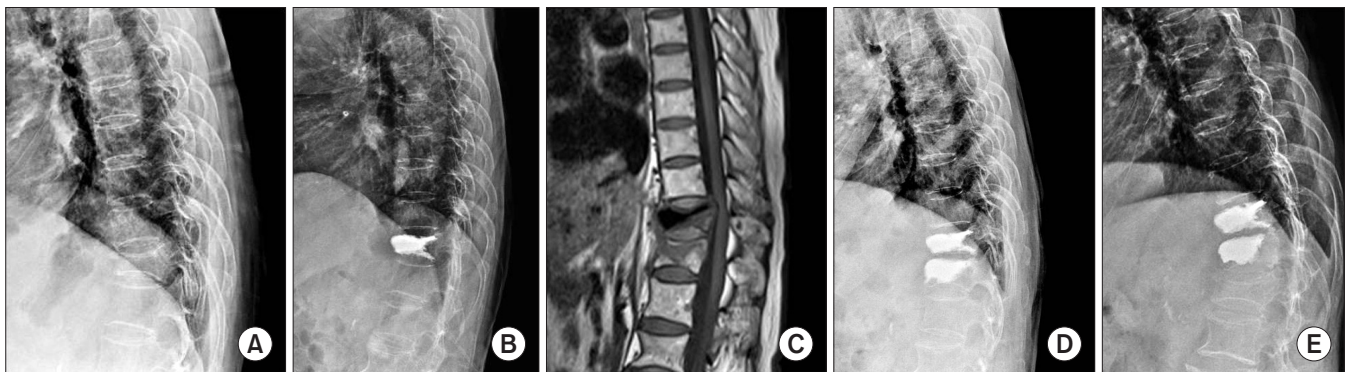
A 73-year-old female. Plain radiograph shows T11 compression fracture (A) and treated *via* percutaneous vertebroplasty (B). Total volume of cement injected was 8 ml and restoration of anterior body height was 40%. T1-sagittal magnetic resonance image 4 weeks after vertebroplasty shows new compression fracture in T12 vertebra (C) and treated *via* vertebroplasty again (D). The patient developed severe recurrent back pain at 10 days after second vertebroplasty. (E) Adjacent-level fracture was noted at L1. The patient refused subsequent vertebroplasty and was treated conservatively for new fracture.
